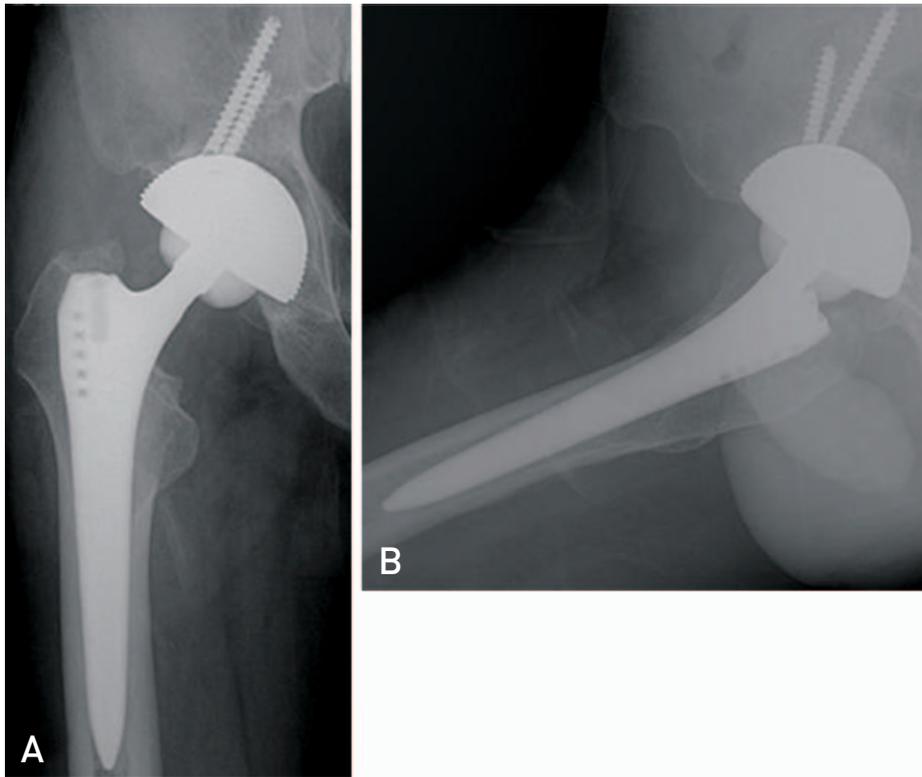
(A) Anteroposterior radiograph after acetabular cup, polyethylene liner and ceramic head changed. (B) Translateral radiograph after acetabular cup, polyethylene liner and ceramic head changed.
